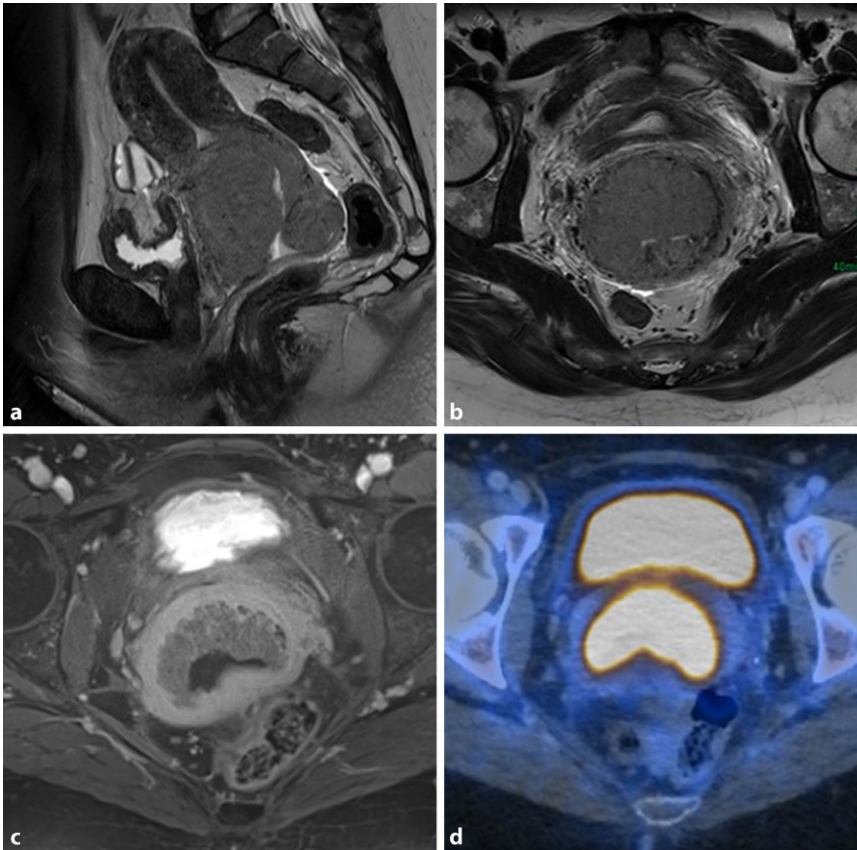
▲ Zervixkarzinom bei einer 53-jährigen weiblichen Raucherin mit 60 pack-years und Infektion mit dem humanen Papillomvirus (HPV). Sagittale (a) und axial oblique (b) T2-gewichtete Sequenzen zeigen eine große, zum Myometrium flau hyperintense Raumforderung mit lediglich geringer Kontrastmittelaufnahme in der fettgesättigten (fs) T1-Sequenz (c). In der Positronen-Emissions-Tomographie/Computertomographie (PET/CT) (d) zeigt sich eine deutliche FDG (Fluordesoxyglukose)-Aktivität des Tumors
